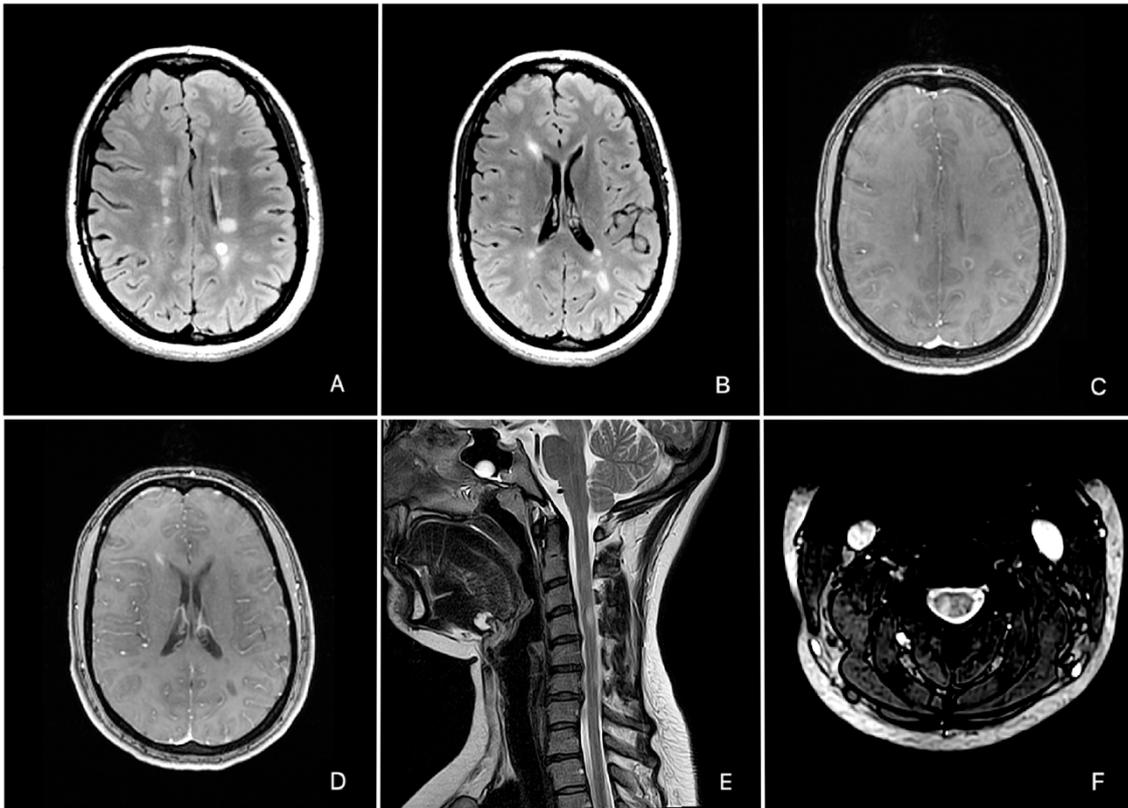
Imagens de RM demonstrando lesões desmielinizantes típicas de EM. A e B. Corte axial na sequência T2/FLAIR, demonstrando lesões hiperintensas em substância branca, principalmente periventriculares; C. Corte axial na sequência T1, na qual visualizamos lesão captante de contraste parietal esquerda, com realce anelar; D. Lesão que capta contraste periventricular frontal direita e lesão hipointensas sugestiva de *black hole* parietal esquerda no corte axial na sequência T1; E e F. Mielite parcial, curta e lateralizada, demonstrada através de hiperssinal em corte sagital e axial T2/FLAIR, na altura de C3.
